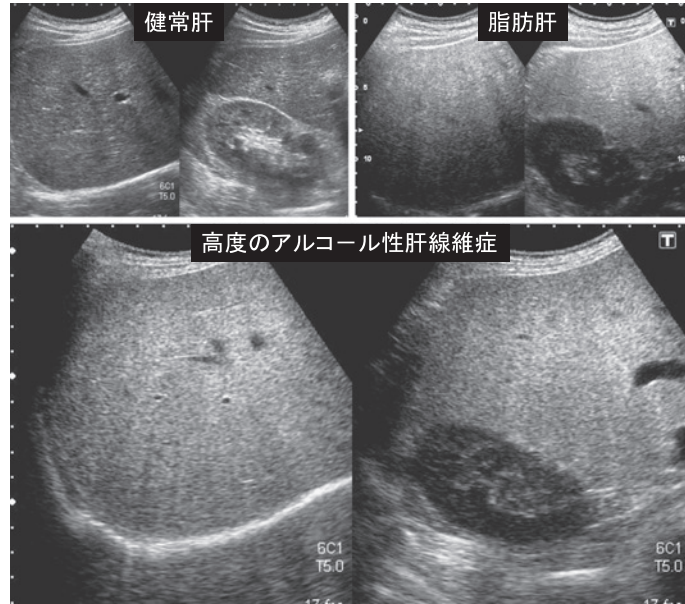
健常肝に比べ脂肪肝は肝実質のエコースポット微細かつ高輝度ないわゆる bright pattern を呈し、深部の減衰、肝腎コントラストは陽性である。一方、高度のアルコール性肝線維症の肝実質は脂肪肝と同様の bright pattern を示しかつ、肝腎コントラストも陽性であるが、深部の減衰がない。
